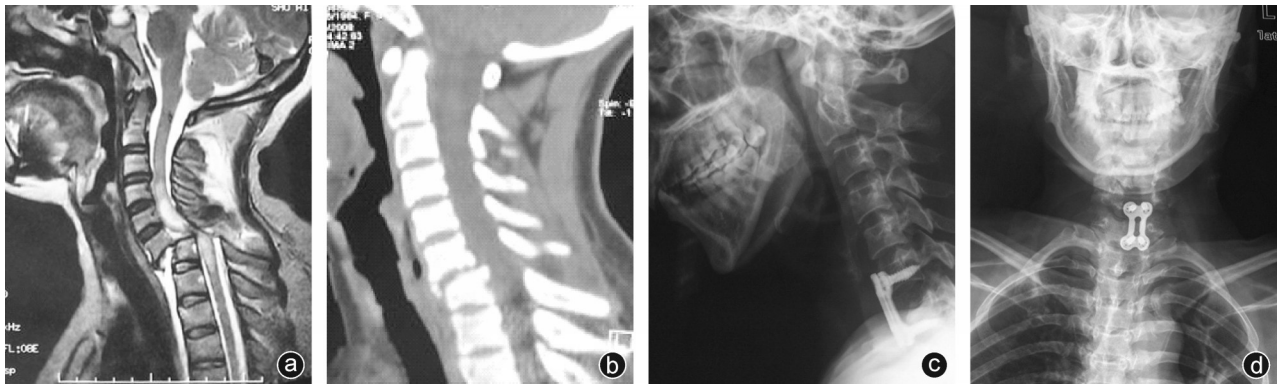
病人,女,46岁,C<sub>7</sub>骨折、脱位合并高位截瘫,行前路减压+植骨融合内固定术 a: MRI T<sub>2</sub>像显示 C<sub>2</sub>-Th<sub>1</sub> 水平有明显脊髓损伤信号改变; b: 颅骨牵引1周后复查CT, C<sub>6</sub>向前 I 度滑脱,无关节突交锁; c、d: 术后1周正侧位X线片
